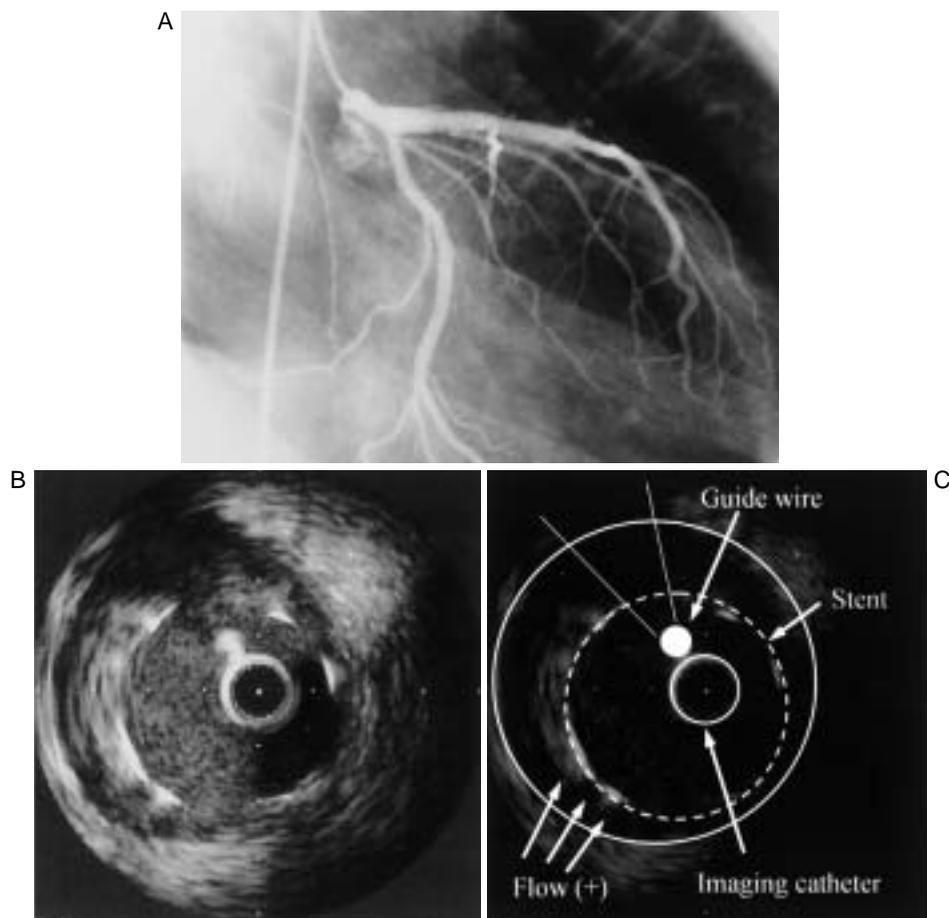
Coronary angiogram (A) and intravascular ultrasonograms (B, C) after 1 month showing a pseudo lumen with poor perfusion around the stent that had been inserted into the left anterior descending artery
